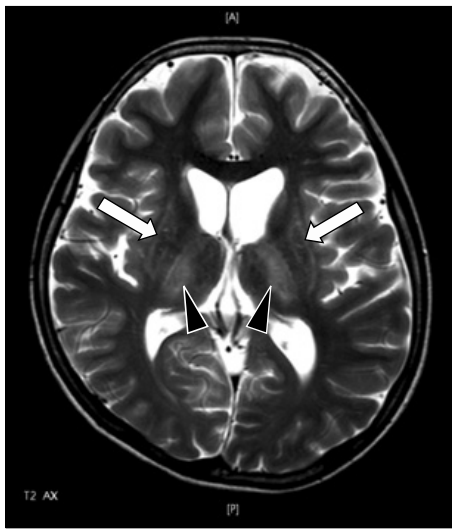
T2-weighted axial image of brain MRI demonstrated bilateral hyperintensity with central low signal intensity in the putamen and globus pallidi (white arrows). Irregular hyperintensity in both thalami (black arrow heads) was also noted.
